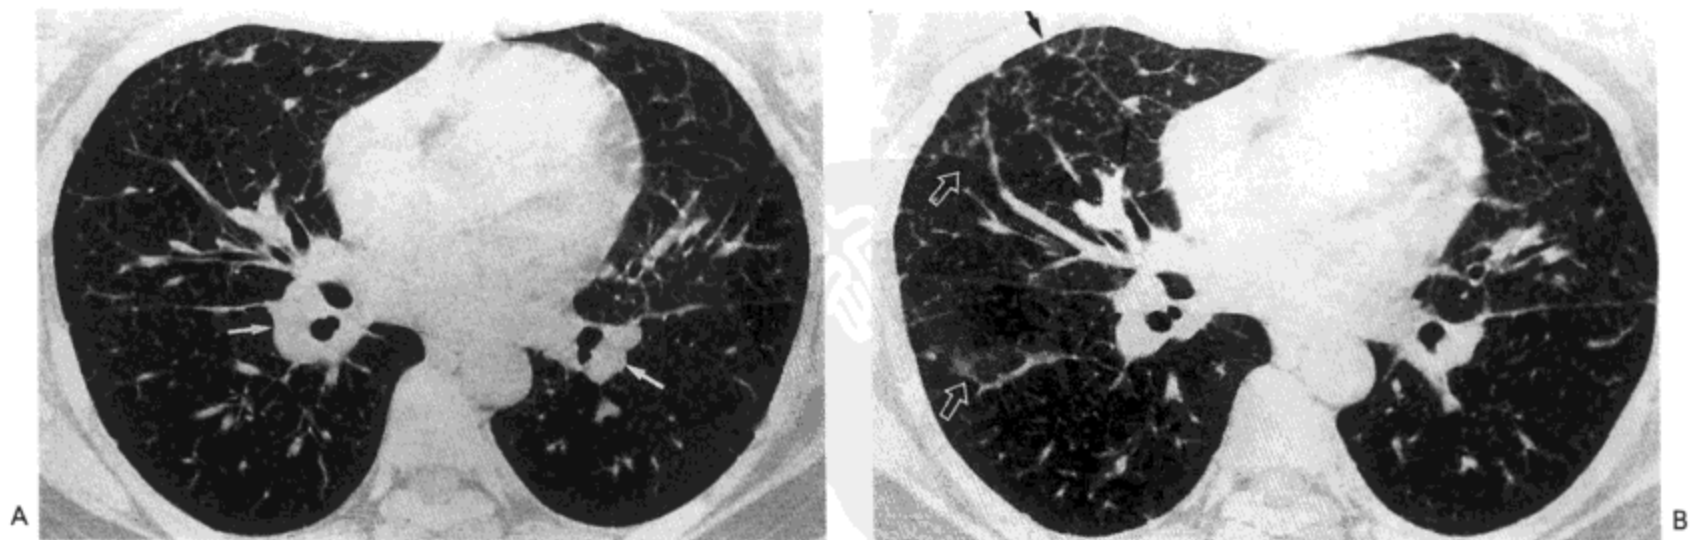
肺淋巴管癌病—随时间的改变。A: 高分辨率CT影像(1.0mm层厚)示小叶间隔与支气管血管束平滑增厚,主要累及双肺前区。双侧肺门淋巴结有肿大(箭号)。B: 2个月后的CT扫描随访,与图A相似的水平影像示间质异常的范围与严重程度增大。注意小叶间隔的结节样增厚(箭号)与片状磨砂玻璃影(空箭号)。病人女,40岁,患转移性腺癌,原发肿瘤不清。
